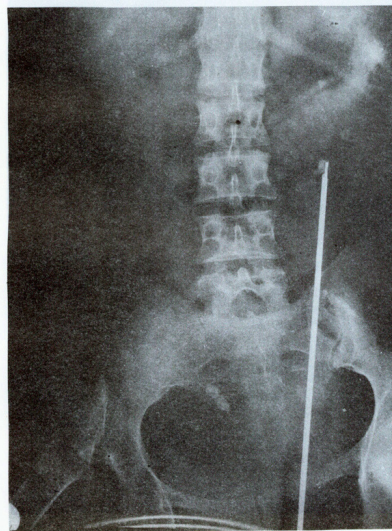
Litotricia por ultrasonido de cálculo ureteral izquierdo.
